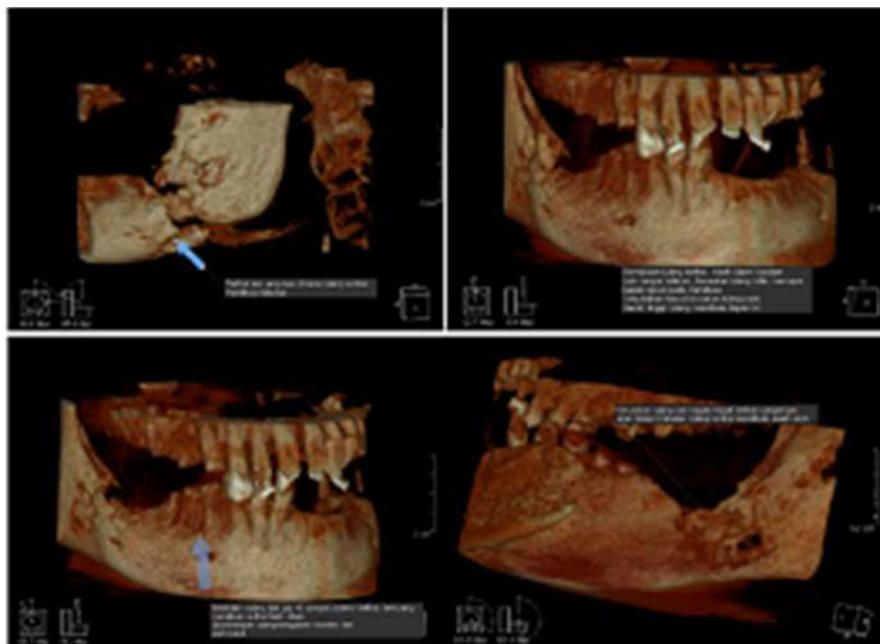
Gambaran CBCT secara umum terlihat lesi pada mandibula kiri dan kanan mulai dari daerah 44 dan 34 hingga molar ketiga, batas *ill define* dan irreguler, tanpa batas dan berhubungan langsung dengan tulang, struktur internal lesi radiolusen, multiple, dan menyebabkan kerusakan tulang disekitarnya
